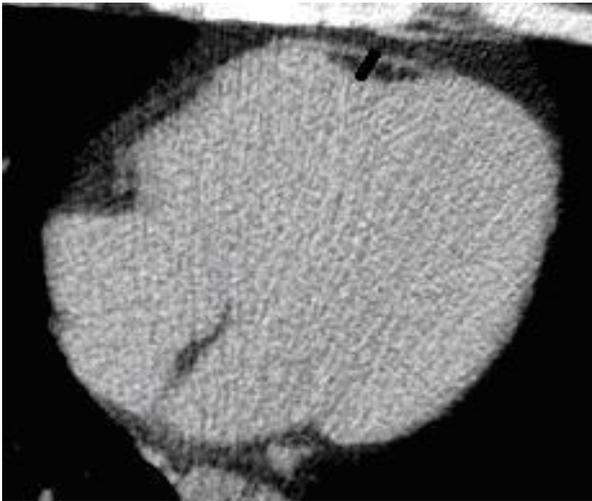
Измерение толщины ЭЖТ на уровне д/3 ПМЖВ (ЭЖТ3)- 4,2мм/4,5мм ($p>0,05$) на нативной и контрастной КТ.
